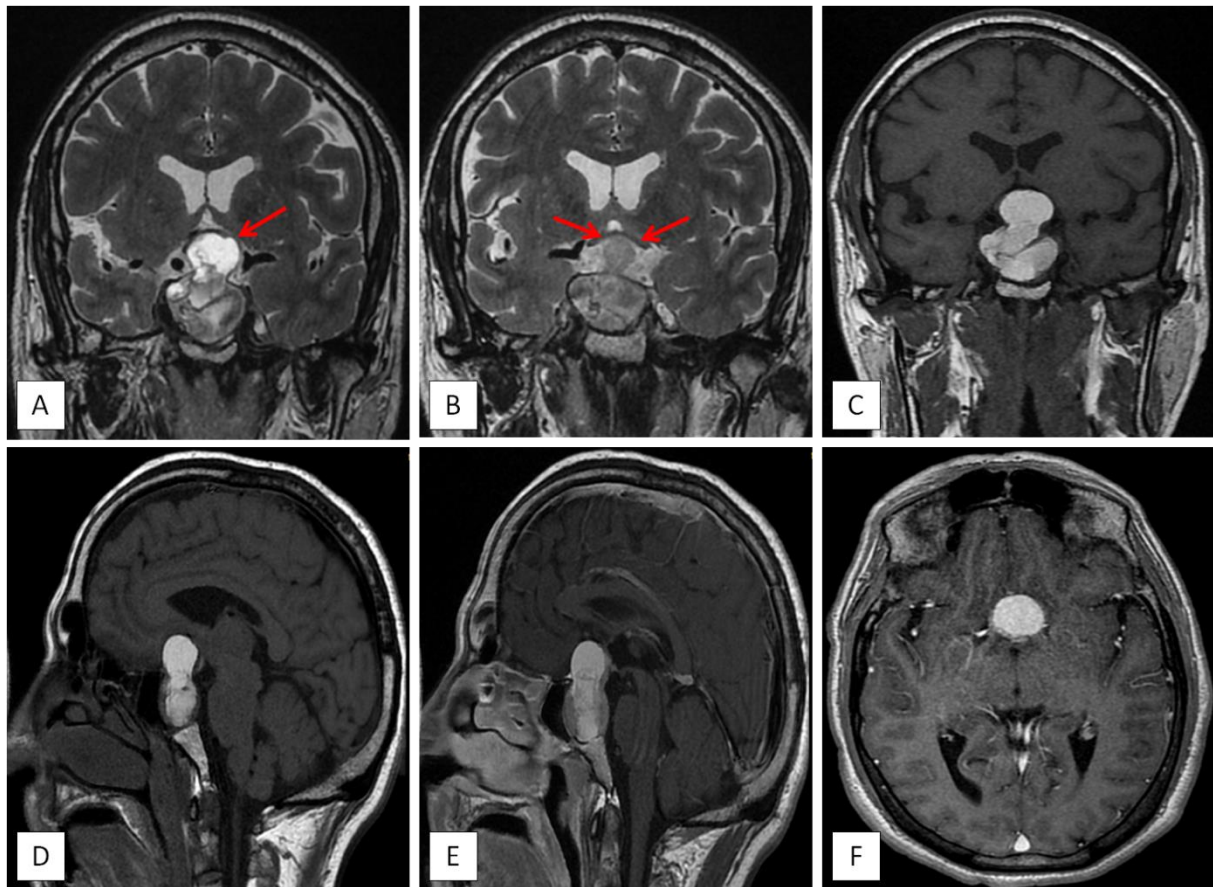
L'IRM cérébrale objective la présence au niveau de la région sellaire et supra-sellaire d'un volumineux processus lésionnel bien limité de contours lobulés qui se présente en hypersignal hétérogène en T1 (coupe sagittale : D), T2 (coupe coronale : A, B) et FLAIR (coupe coronale : C). Ce processus présente les rapports suivants : En bas : il amincit partiellement le plancher sellaire. En haut : il occupe la région supra-sellaire responsable d'une déviation latérale droite de la tige pituitaire et vient au contact du plancher du V3 et comprimant le chiasma optique (flèches rouges : A, B). Latéralement : il respecte les sinus caverneux. Absence d'extension antérieure ni de comblement de la citerne pré-pontique.
